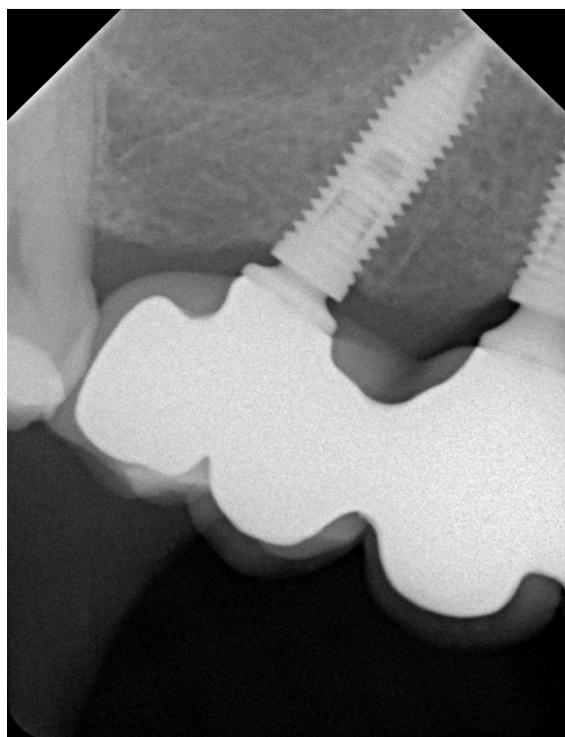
Radiografia de controle da região do dente 15.
